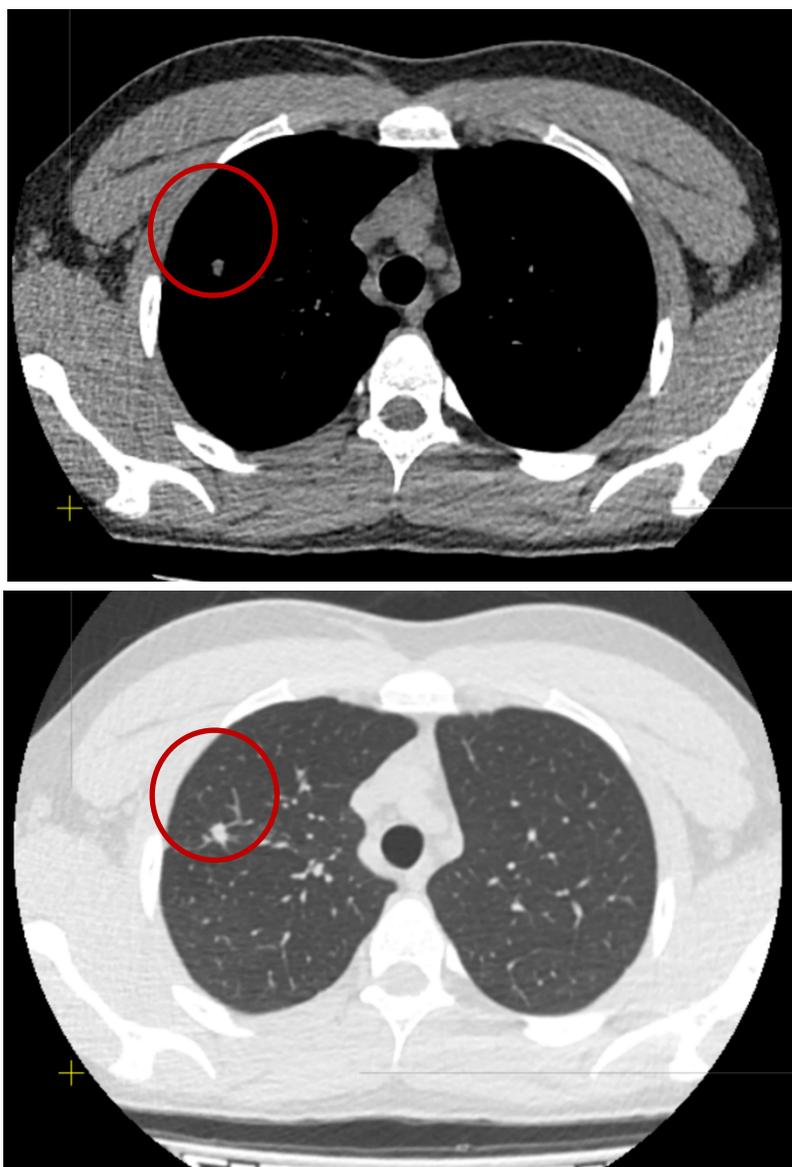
Компьютерная томография ОГК пациента В.
